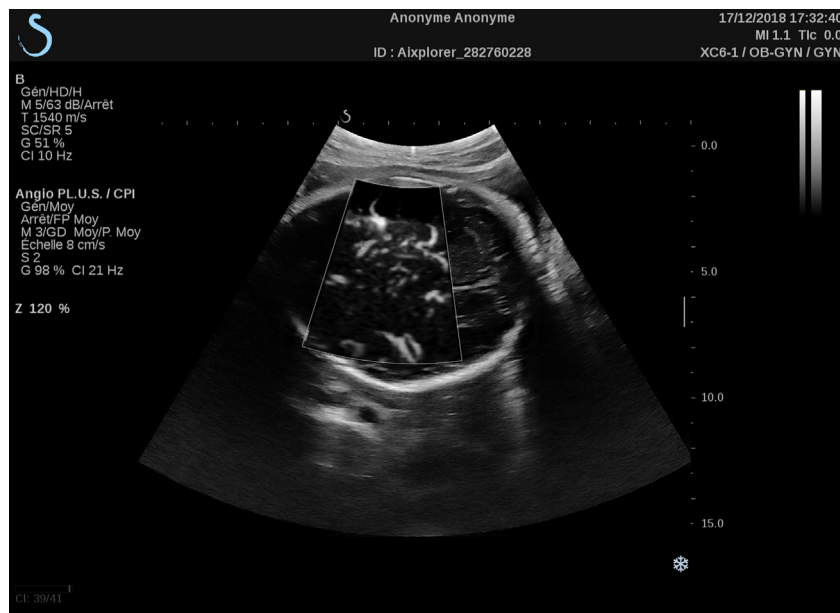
Image d'un cerveau fœtal obtenue chez une femme enceinte à 32 semaines d'aménorrhée obtenue au moyen d'une plateforme Aixplorer Ultimate® (Supersonic imagine, Aix-en-Provence, France). En Doppler couleur conventionnel, le plan de coupe semblait strictement avasculaire. En Doppler ultrasensible (mode Angio P.L.U.S.™), on observe des vaisseaux dans le parenchyme cérébral profond.
